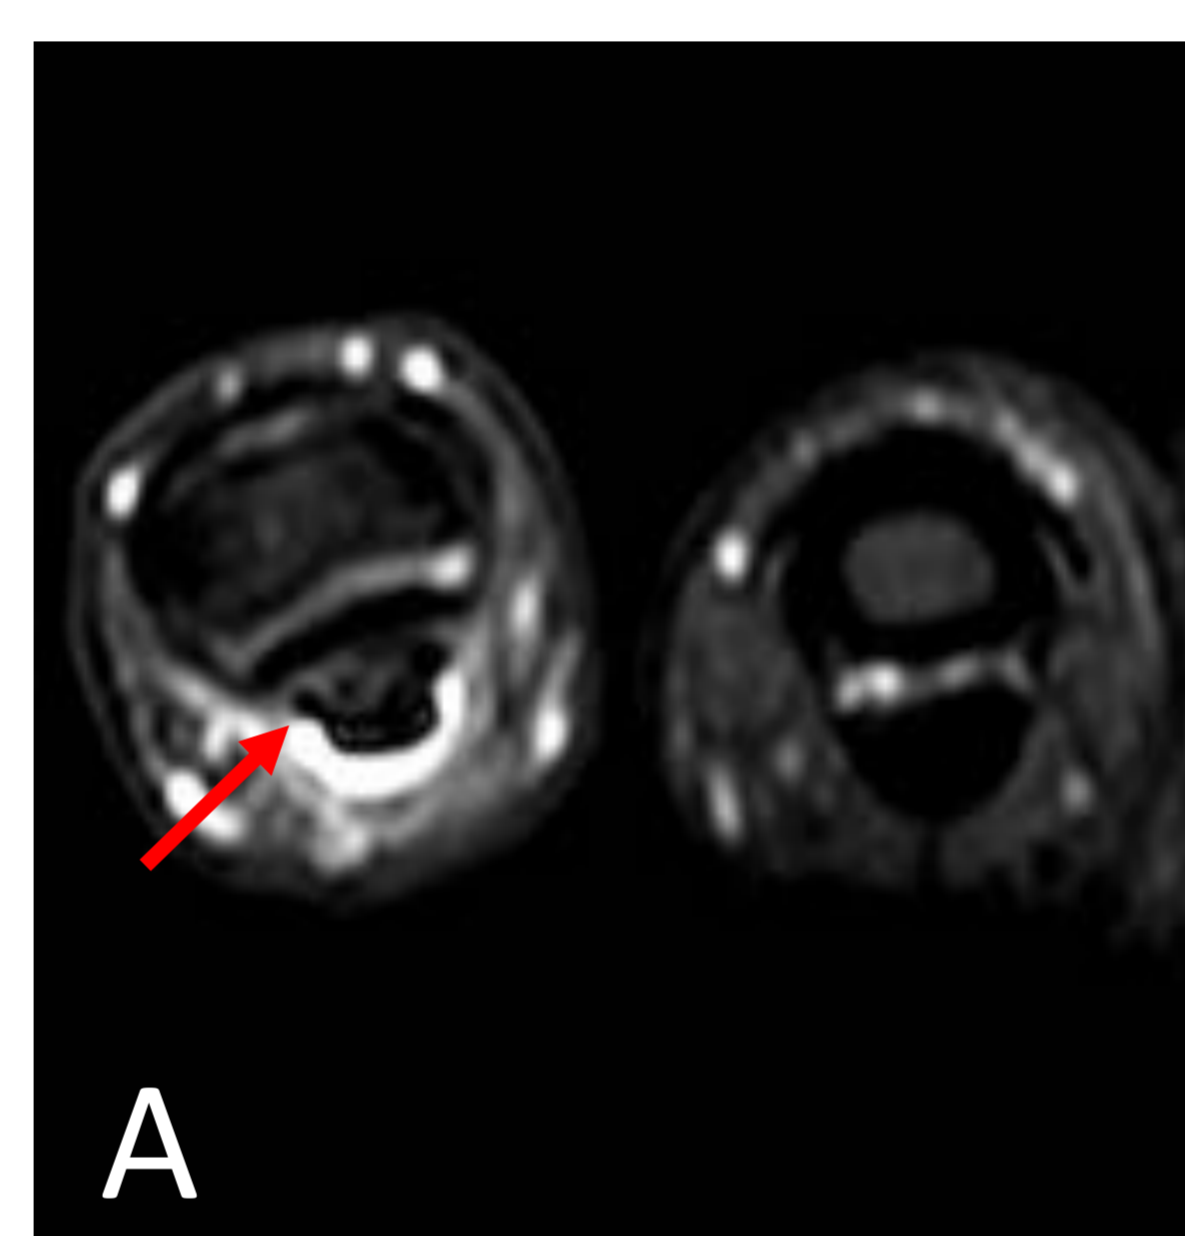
Paciente que sufre contusión en el borde cubital de la mano, en la cara volar, con déficit de la flexión. En la RM se evidencia laceración del tendón flexor profundo del 5º dedo con el cabo distal a nivel de la cabeza del 5º metacarpiano y el cabo proximal retraído 28mm a nivel del tercio proximal del metacarpiano. A. Nivel de la 5ª articulación IFP, se identifican el flexor superficial y profundo con signos de sinovitis. B. Nivel de la cabeza del 5º metacarpiano, donde no se identifica claramente el flexor profundo, indicando el punto de laceración. C. Tendón retraído (flecha azul). Las flechas rojas corresponden al flexor superficial que está íntegro.
